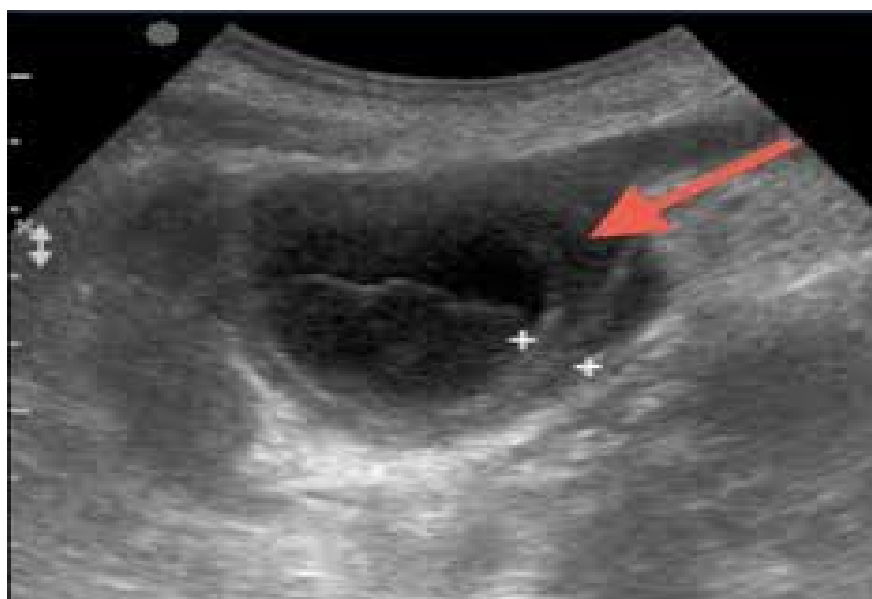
УЗИ. Острый гангренозный холецистит
